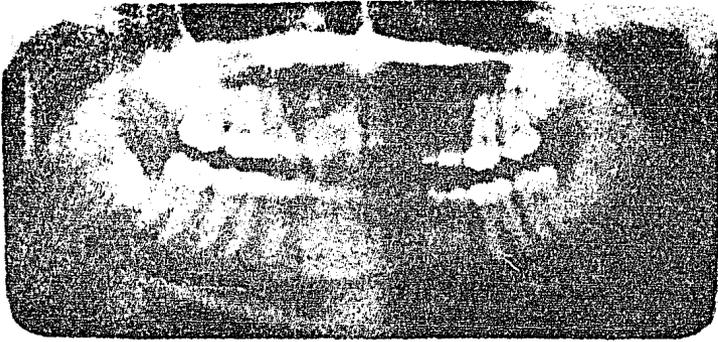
La Radiografía demuestra el desplazamiento superior del canal mandibular.
